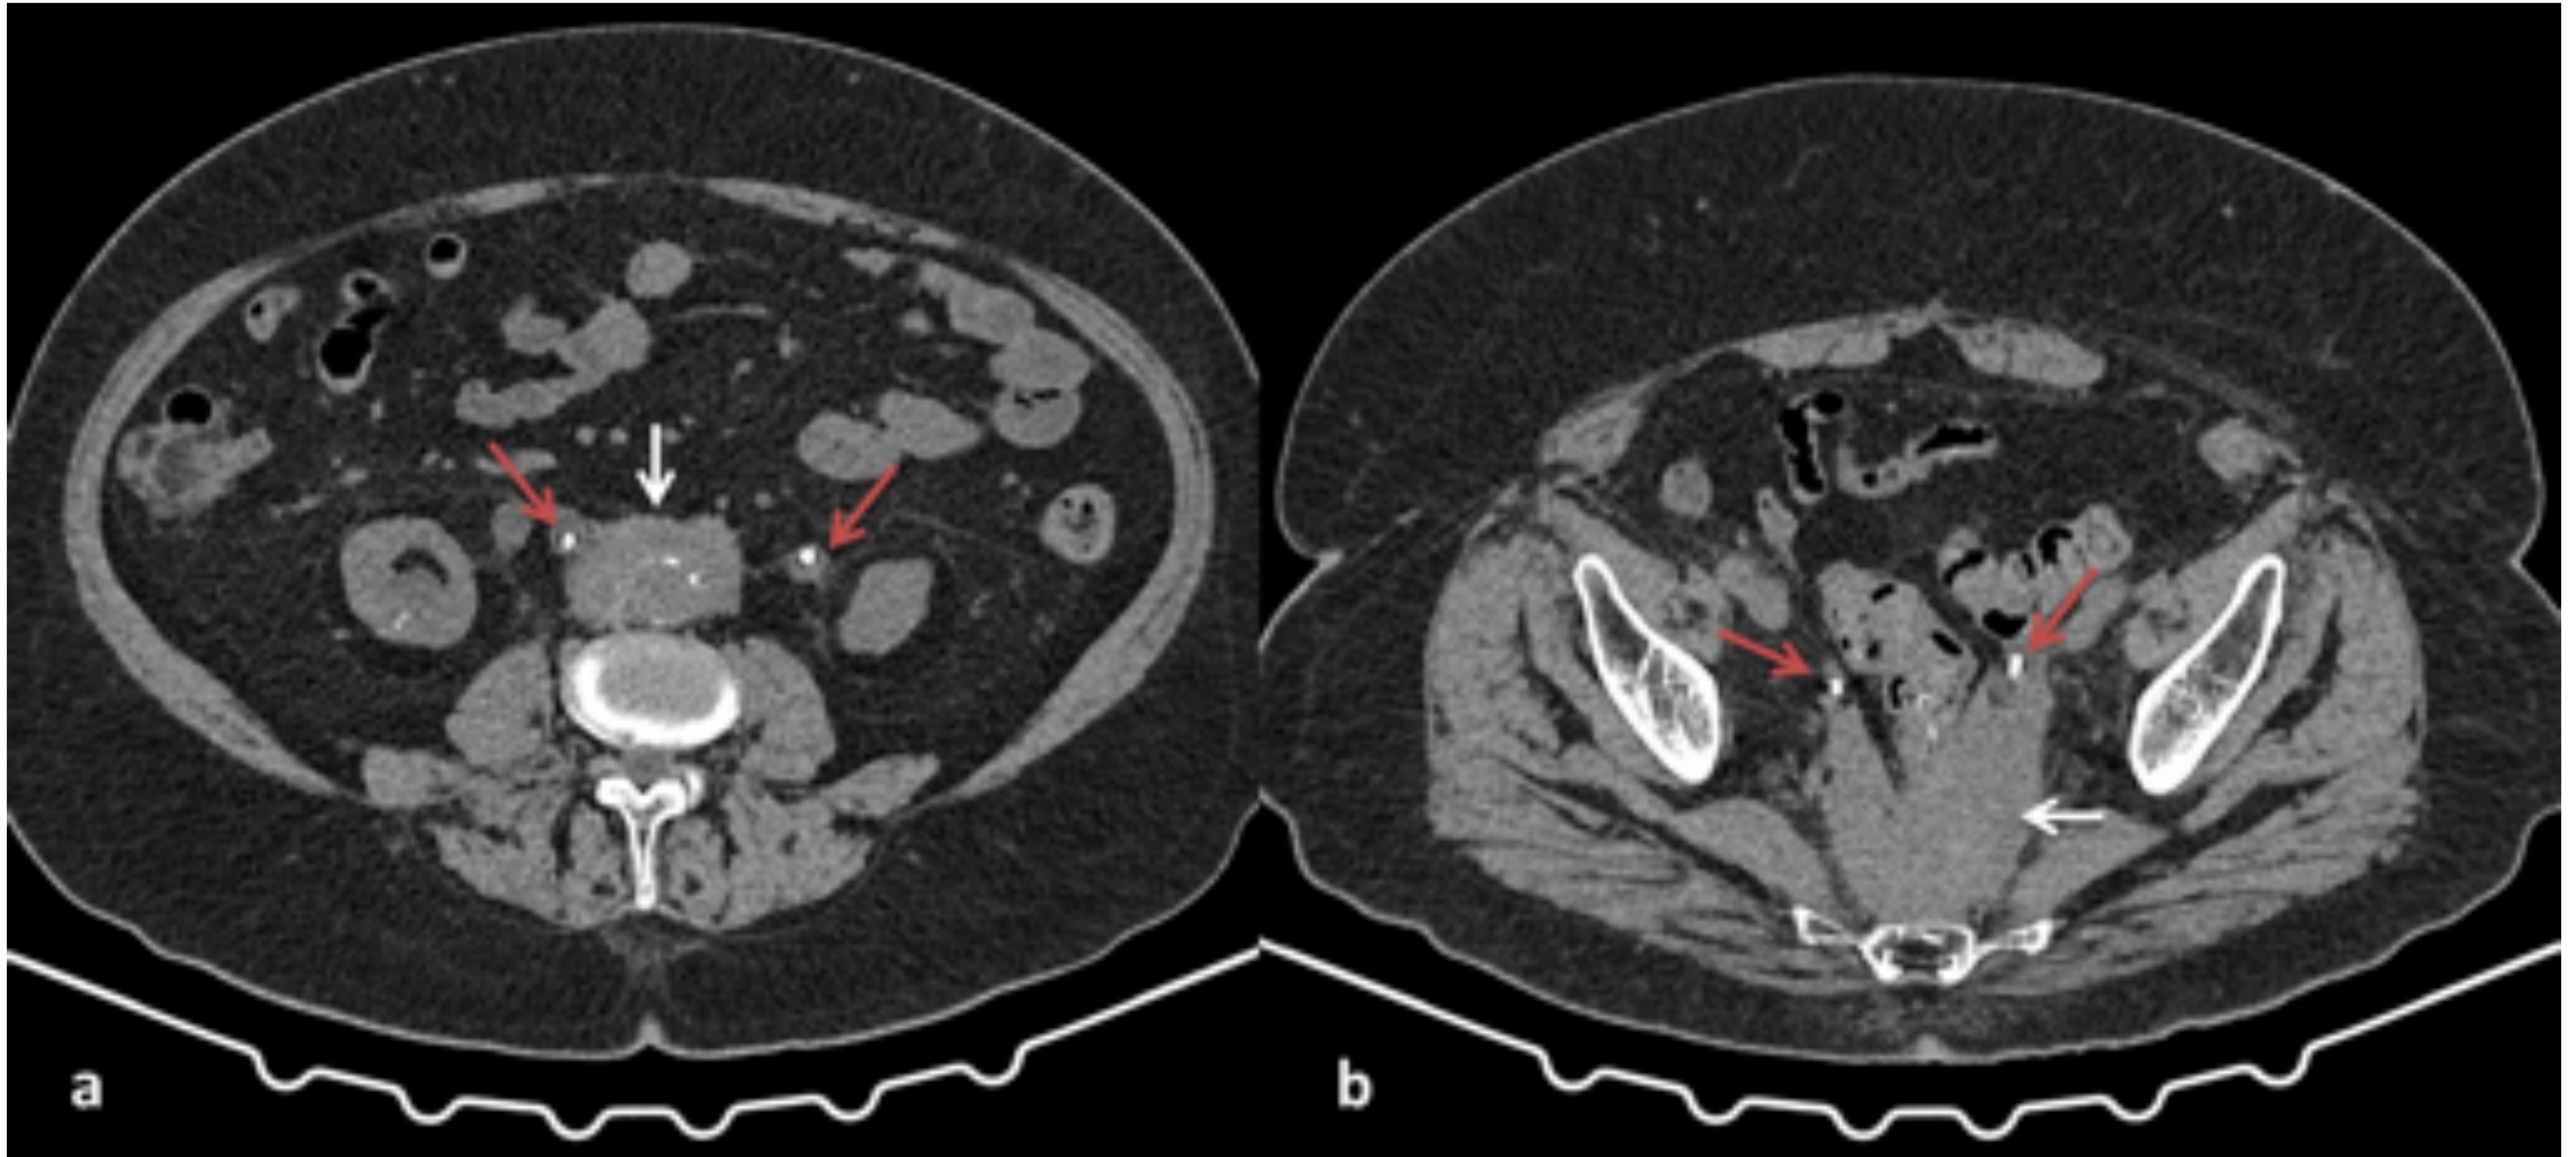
TC sin contraste en paciente con insuficiencia renal por uropatía obstructiva, debida a atrapamiento de ambos uréteres por placa de fibrosis retroperitoneal. Se observa colocación de catéter doble J bilateral (flechas rojas). Se identifica tejido con densidad partes blandas, que corresponde a la placa fibrótica (flechas blancas), rodeando a la aorta abdominal infrarrenal (a) y extendiéndose caudalmente llegando a ocupar el espacio presacro (b).
